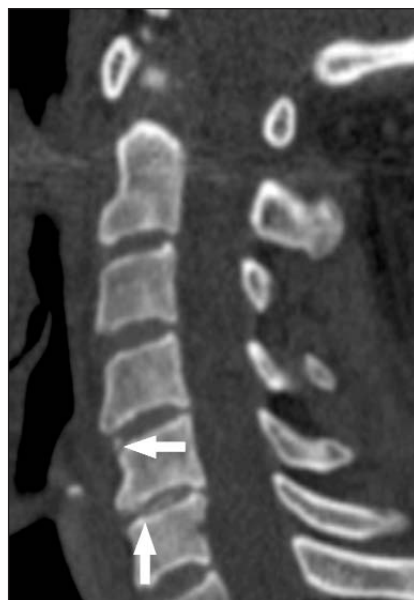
КТ ШОП: ХК межпозвоночных дисков C4-v5, C5-v6 (стрелки)
